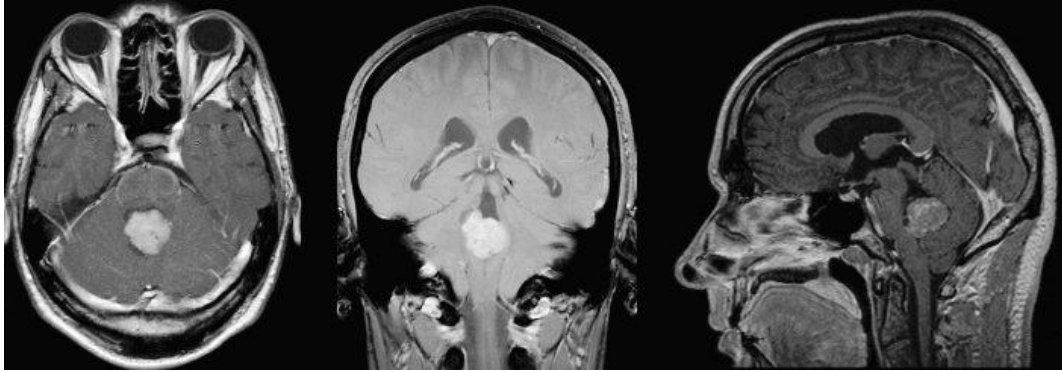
Tomografía computarizada, con sus cortes coronal, axial y sagital
